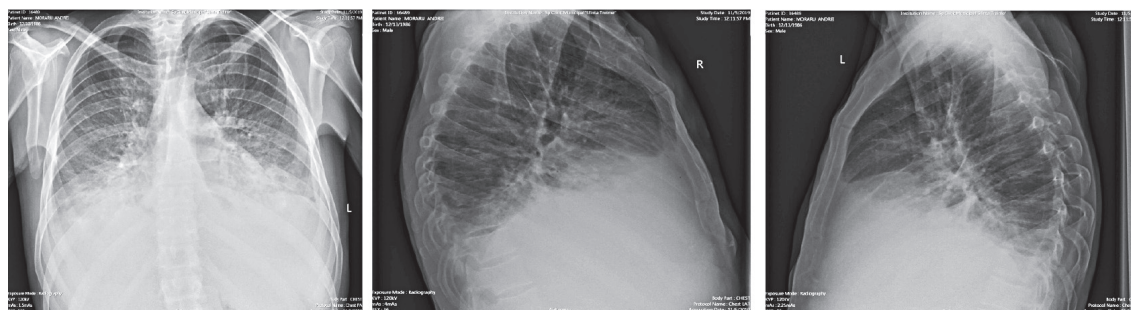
Radiografia cutiei toracice la internare
